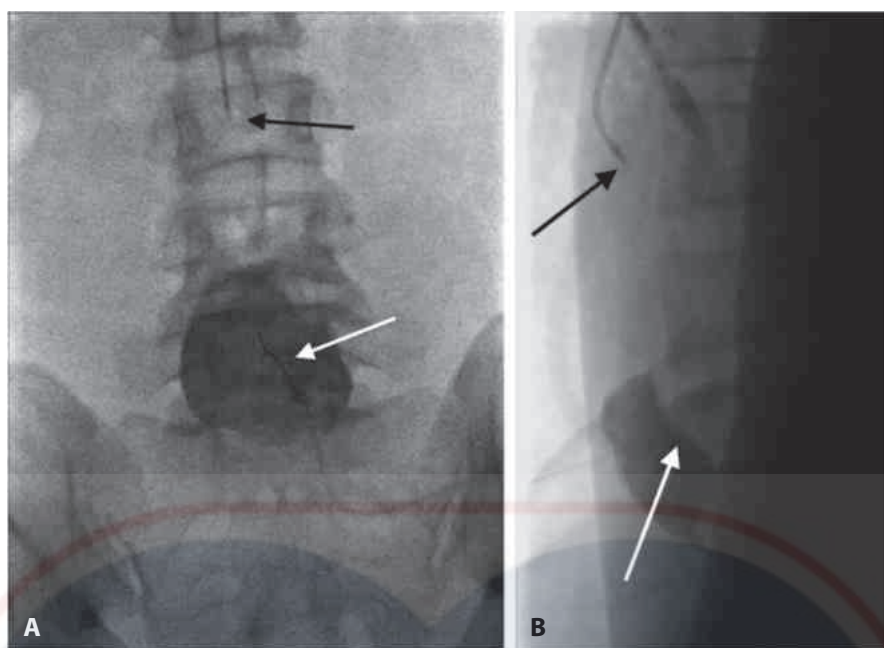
Imágenes fluoroscópicas del bloqueo del SHP; vistas craneocaudal (A) y lateral (B) de 15 grados. La aguja se introduce hasta la superficie anterior del cuerpo vertebral, inferior a la bifurcación aórtica (flecha blanca). La punta del catéter vertebral (flecha negra) está superior a la bifurcación aórtica. (De Stewart JK, Patetta MA, Burke CT. Superior hypogastric nerve block for pain control after uterine artery embolization: effect of addition of steroids on analgesia. *J Vasc Interv Radiol.* 2020;31(6):1005-1009.e1).
